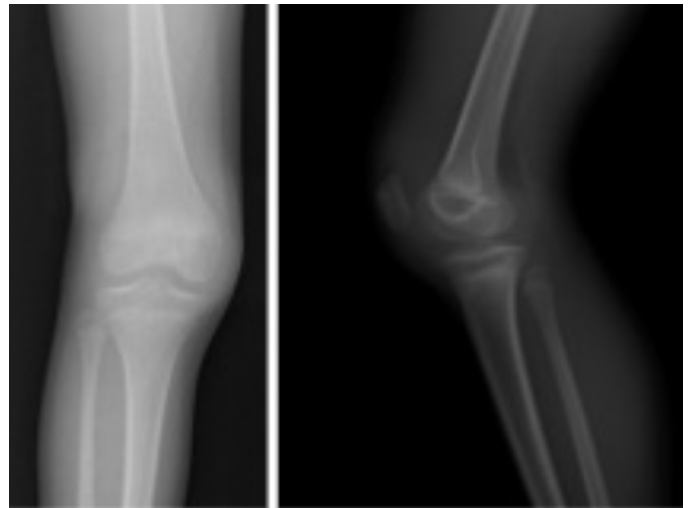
X-ray images of the case, an increase in density is observed in the suprapatellar bursa in the lateral radiograph
